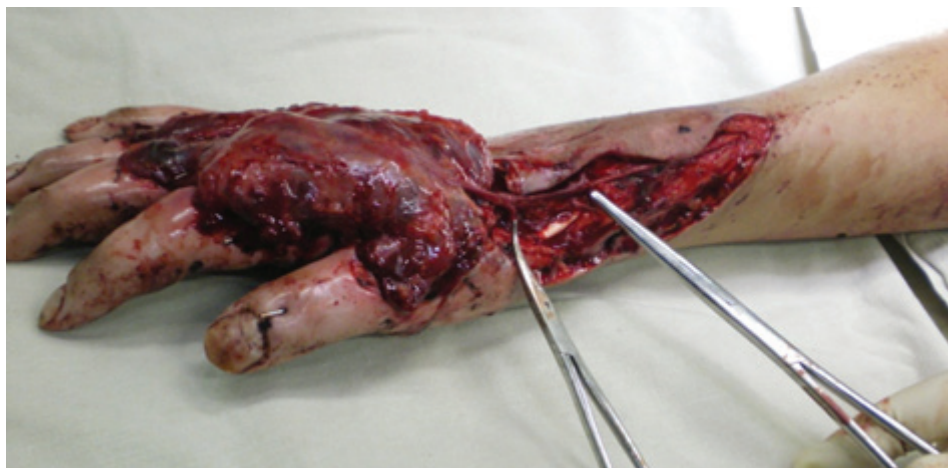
Хирургическое вмешательство при МЛП III–IV степени тяжести от рентгеновского облучения
